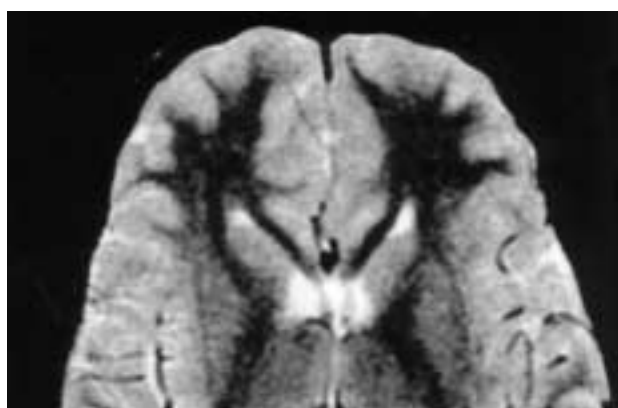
Resonancia nuclear magnética corte transversal en T2: Agenesia del esplenio del cuerpo caloso. En región occipital derecha se objetivan formaciones nodulares de sustancia gris en borde interno del asta occipital de ventrículo lateral.
